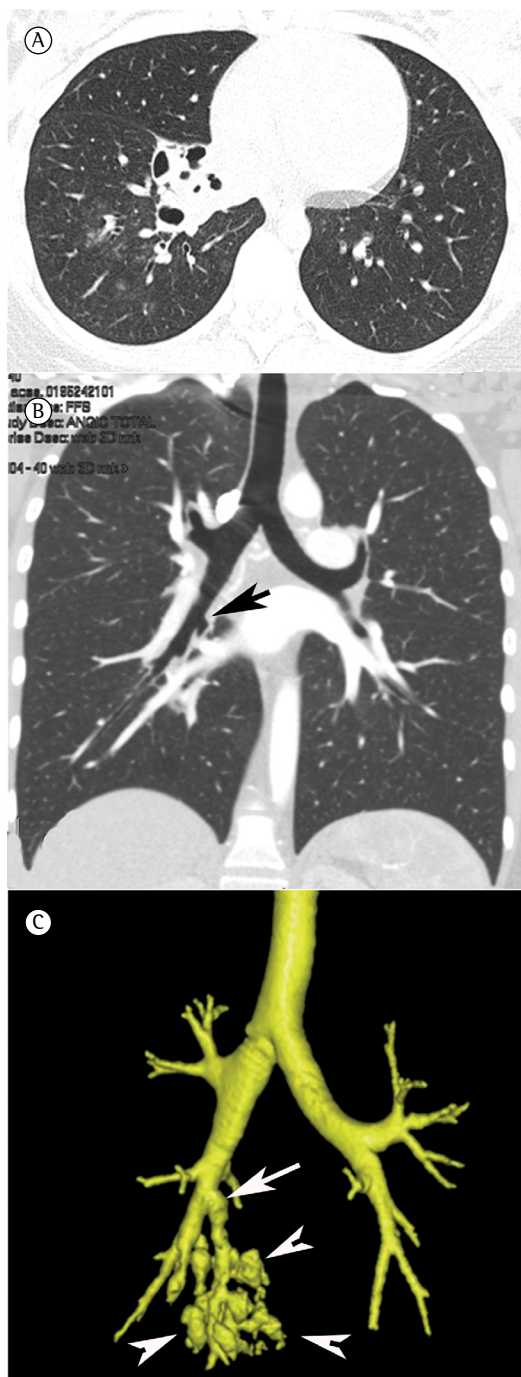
Em A, imagem de TC axial mostrando consolidações com áreas císticas na região paracardíaca direita. Em B, imagem coronal reformatada mostrando um brônquio cardíaco acessório (seta) proveniente da parede medial do brônquio intermediário. Em C, reformatação coronal tridimensional por exibição de superfície sombreada, mostrando o brônquio cardíaco acessório (seta) e um lóbulo correspondente com dilatações císticas (pontas de seta).
